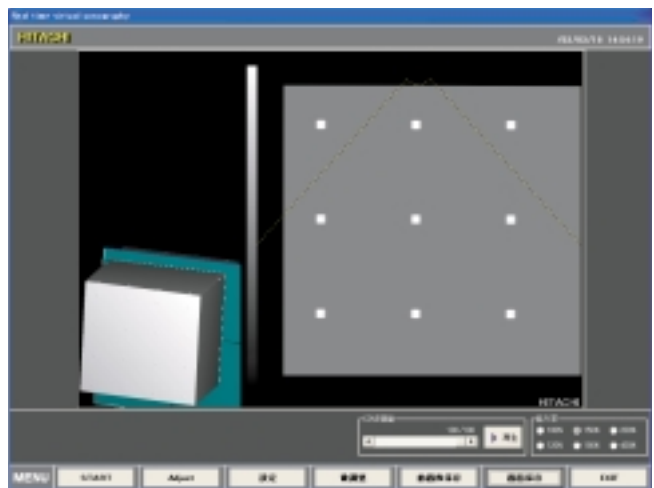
精度確認中のVirtual Sonography画像
